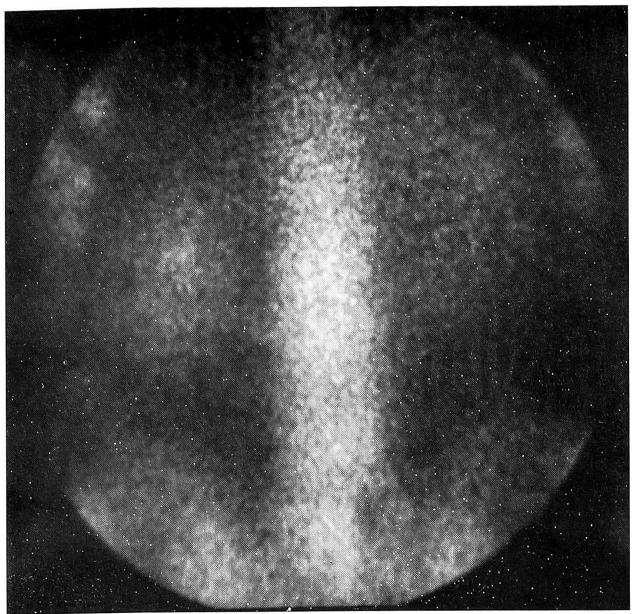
Сцинтиграмма: снижение накопления радиофармпрепарата в области поперечного отростка L5 позвонка в результате развития дегенеративно-дистрофических изменений в области проксимального прикрепления пояснично-подвздошной связки.
